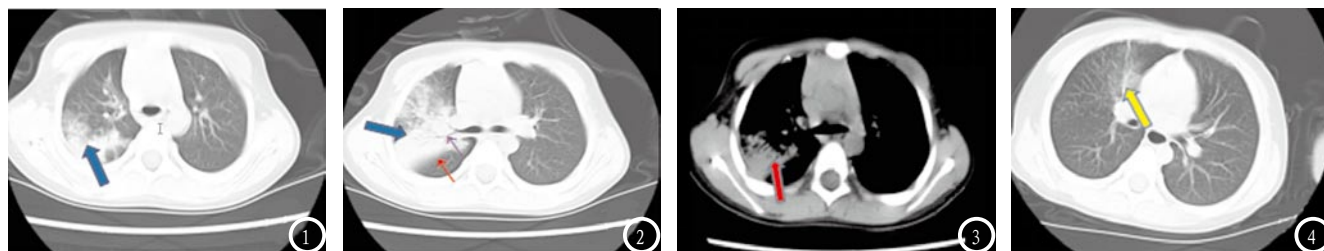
患者男性, 4岁, 主诉: 发热5天、咳嗽2天, 抗感染治疗一周后复查较前明显好转。治疗前CT平扫肺窗显示右肺上叶大片状高密度影(图1), 以叶间胸膜为分界, 内可见支气管影(图2), 纵隔窗显示右肺上叶实变影(图3), 其内可见支气管影, 诊断: 右肺上叶大叶性肺炎。治疗后CT肺窗显示: 右肺上叶大片状高密度影大部分吸收消失, 仅见少许条索高密度影(图4), 提示右肺上叶大叶性肺炎治疗后较前明显好转。
